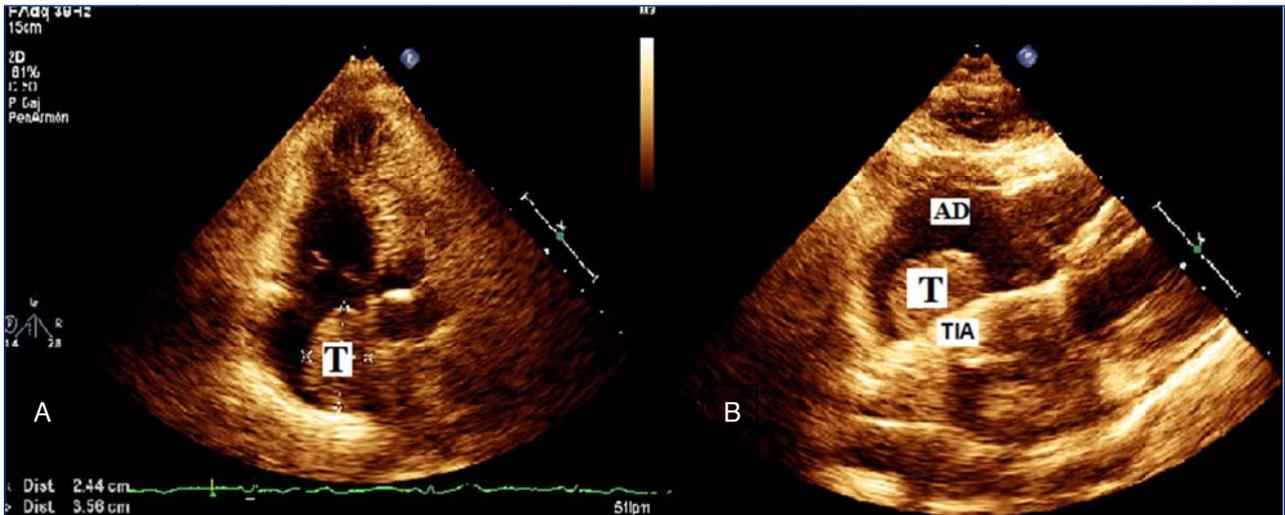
Ecocardiografía transtorácica. La flecha señala el mixoma en aurícula derecha (AD) adherido al tabique interauricular (TIA). A: Vista apical cuatro cámaras B: Vista subcostal.
